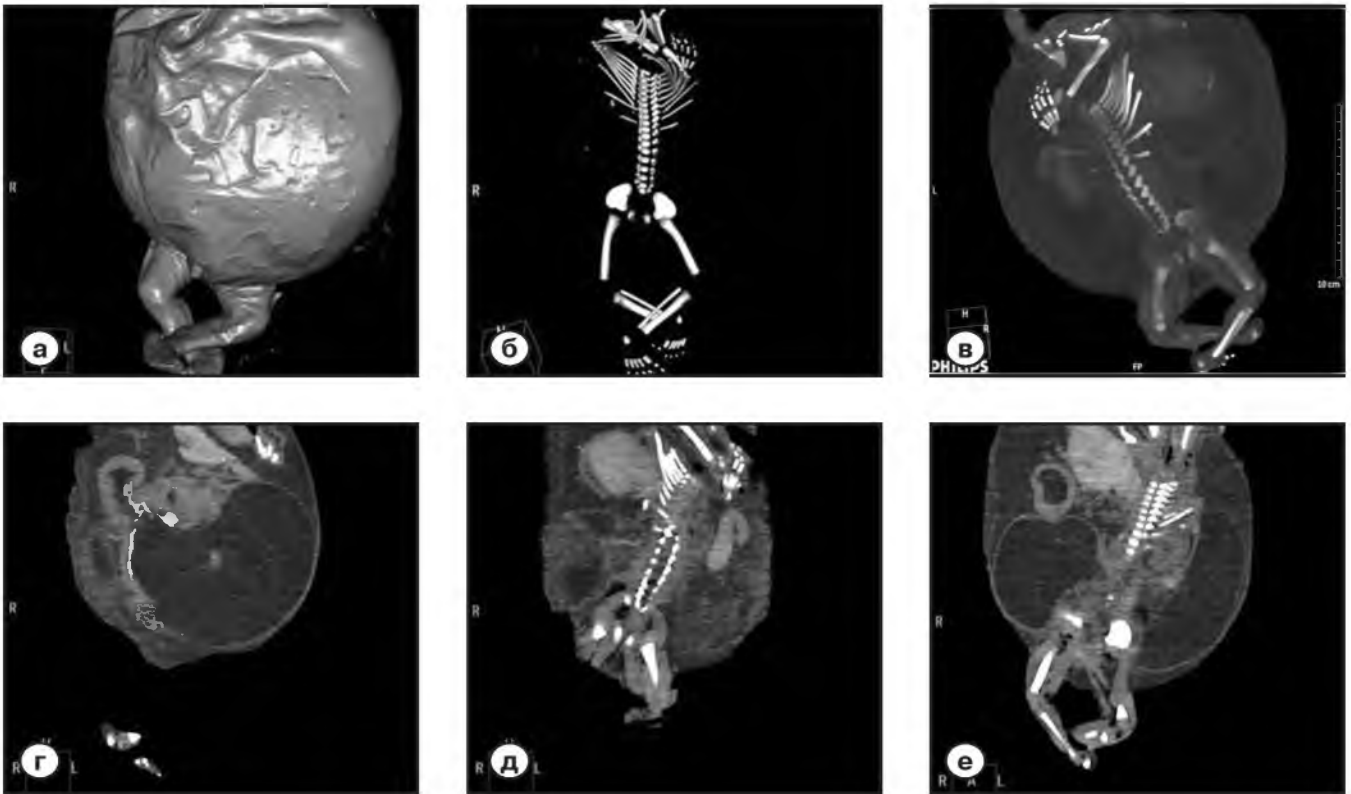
Посмертное КТ исследование тела плода с синдромом *prune belly*.
